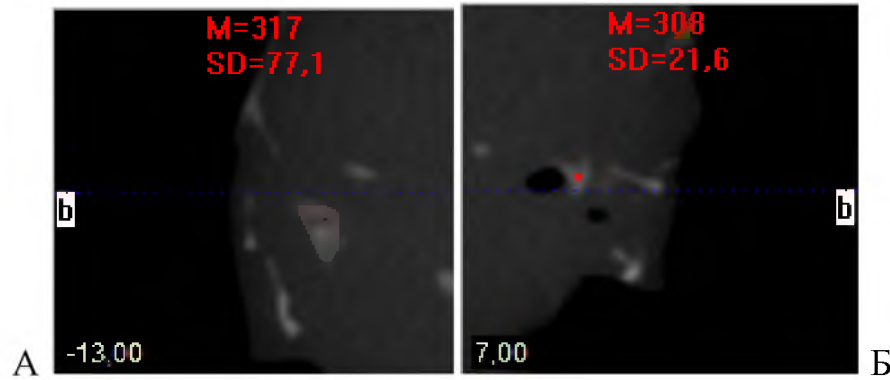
Щільність правої (А) і лівої (Б) виличних кісток плода 200,0 мм ТПД. Томограма. Сагітальні зрізи
